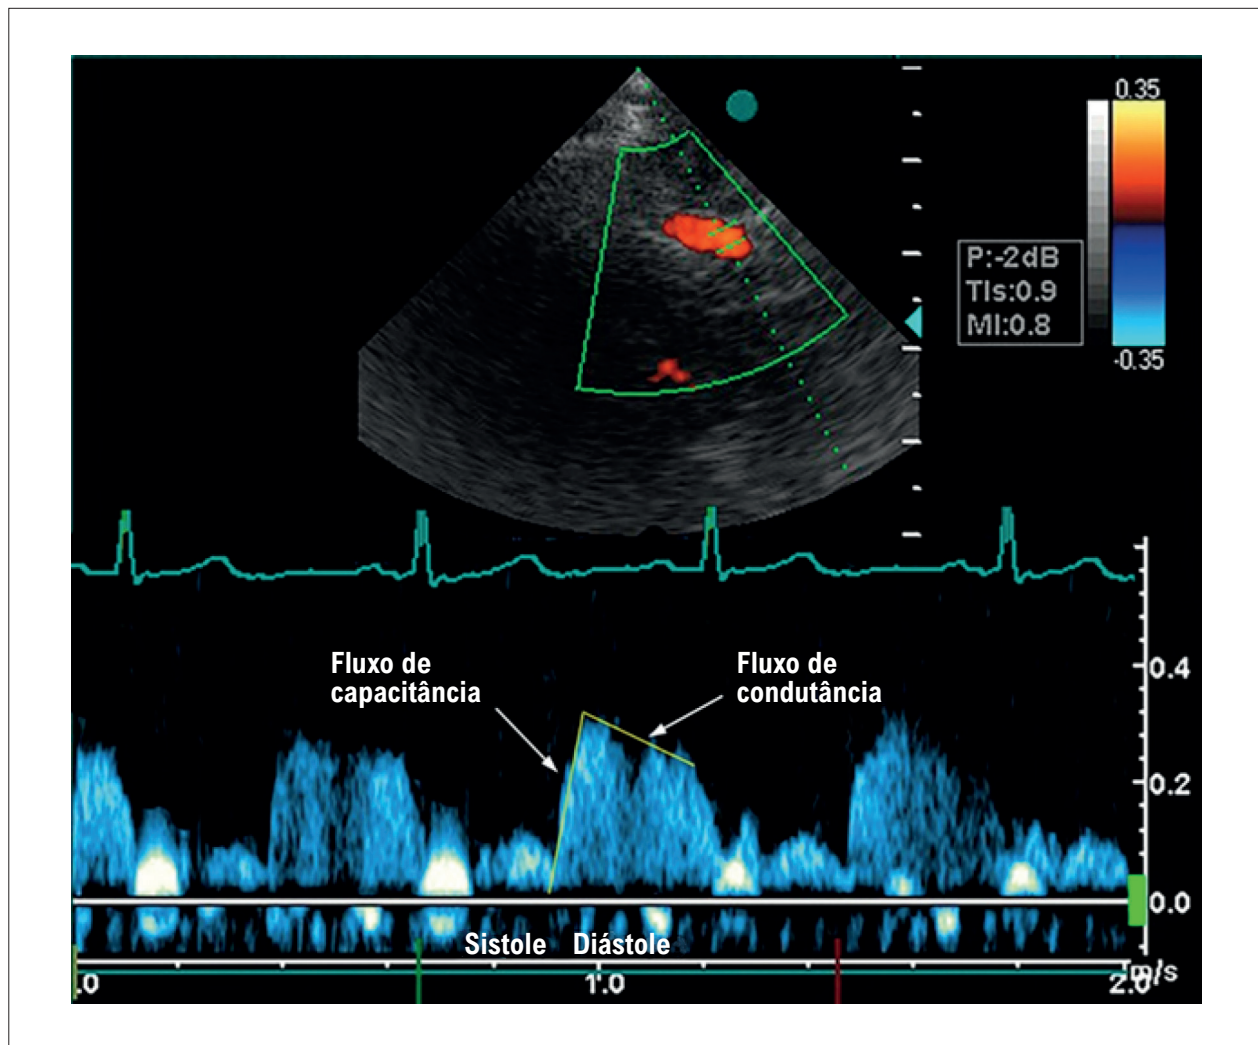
Doppler transtorácico de fluxo coronário com padrão sistólico-normal.
